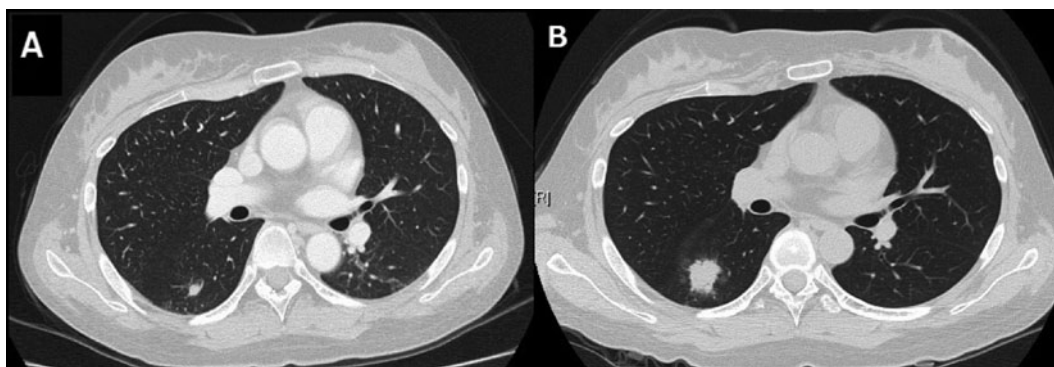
胸部単純CT. (A) 当科初診時 (クリプトコッカス抗原価陰性), 右S<sup>6</sup>に7mm大の不整形結節影を認めた. (B) 当科初診3週間後 (クリプトコッカス抗原価16倍), 結節は21mm大に増大し, 周囲にすりガラス陰影を認めた.
